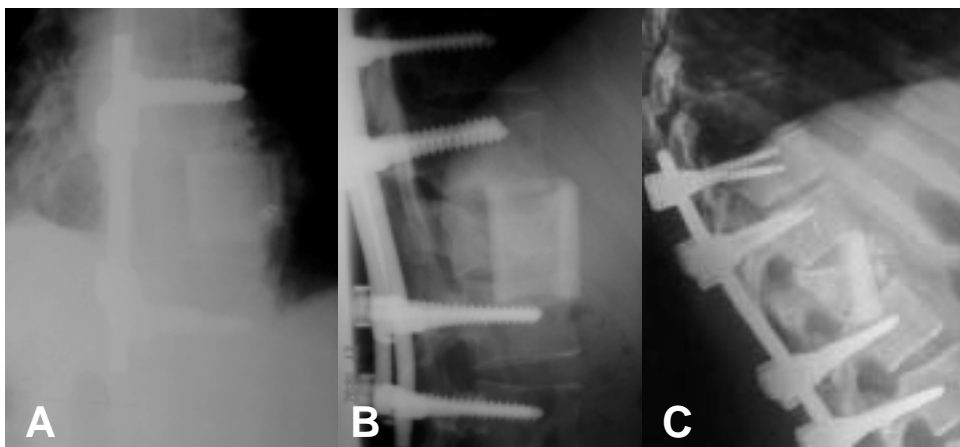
Diferents malposicions de l'empelt en la radiografia de control. A: extrusió lateral, B: extrusió anterior. C: Basculació de l'empelt.
